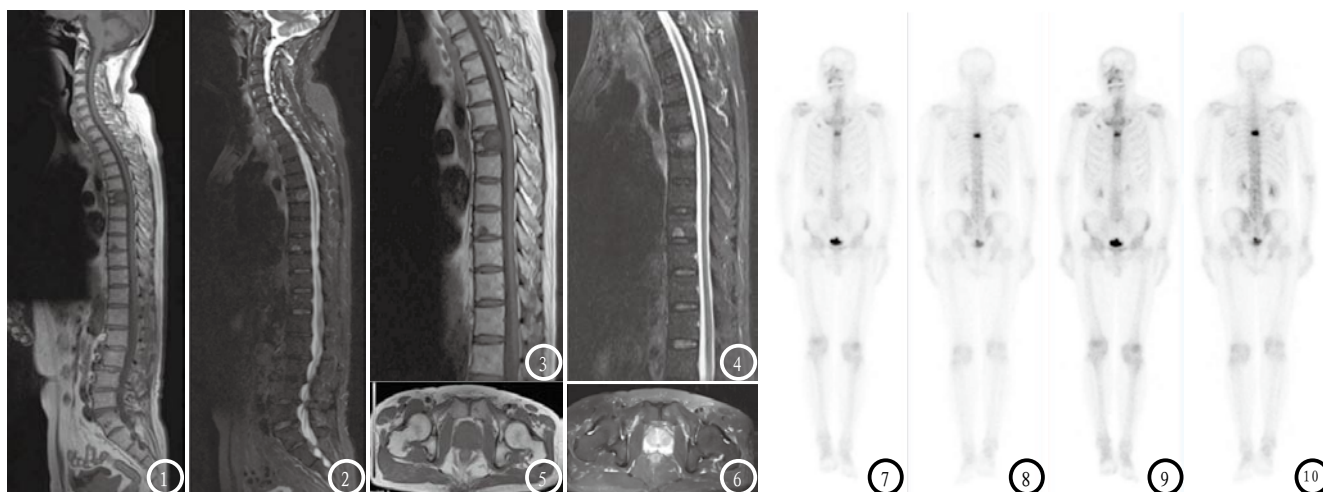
肺腺癌患者MRI全身弥散成像与ECT骨显像。
